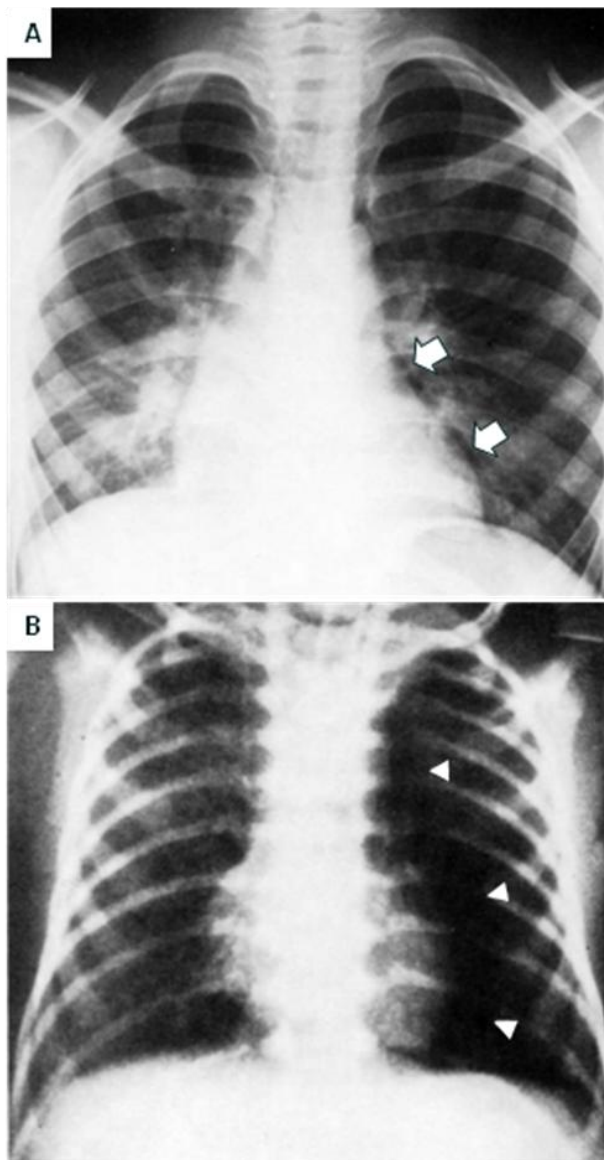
16. A. Radiografía PA de tórax, hay una delgada línea radiolúcida a lo largo del borde cardiaco izquierdo (flechas) que corresponde a un neumotórax, debe diferenciarse de un neumomediastino o neumopericardio. B. Radiografía PA de tórax, hay una línea con densidad aérea (flechas) a lo largo del borde medial del pulmón izquierdo que abarca todo el mediastino, el borde mediastinal es mejor definido que el de lado derecho.
